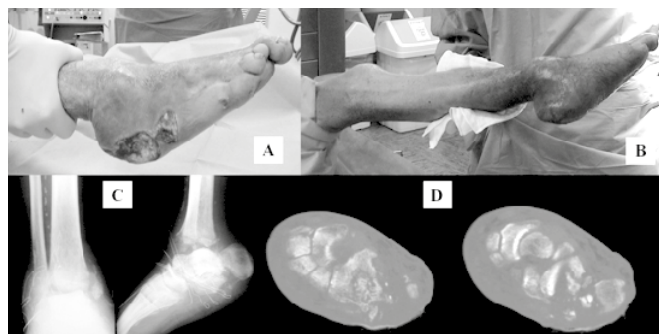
paziente con piede di Charcot. Foto cliniche preoperatorie del paziente (A,B); controllo radiografico e TAC preoperatorie del paziente (C,D)
